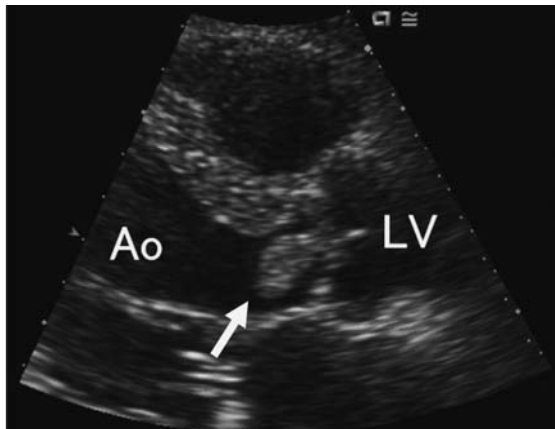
Cardiac ultrasonic examination showed, a vegetation measuring 18×7 mm in the aortic valve (←) (Ao: aorta, LV: left ventricle).
